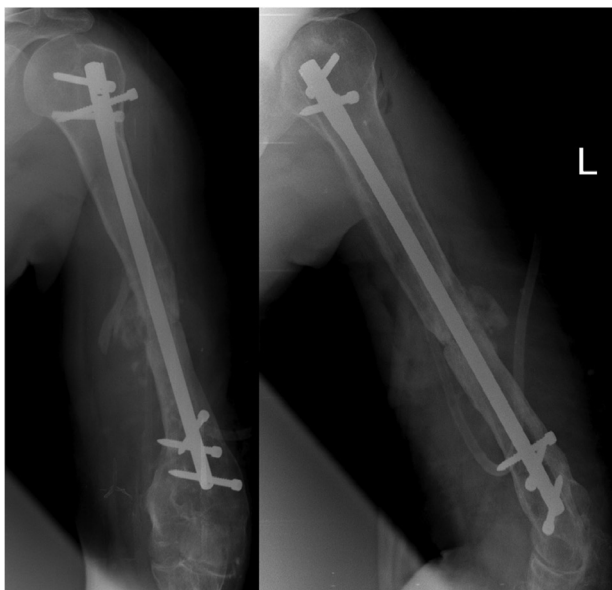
Рентгенограммы плечевой кости больного З. 35 лет после выполнения оперативного вмешательства
